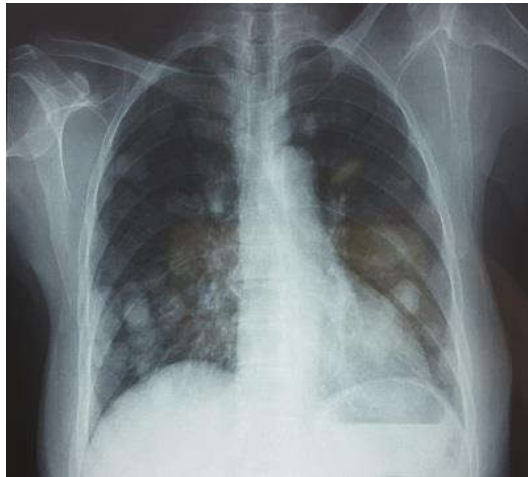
Radiographie pulmonaire standard révèle des images pulmonaires lacunaires en lâchés de ballon.
